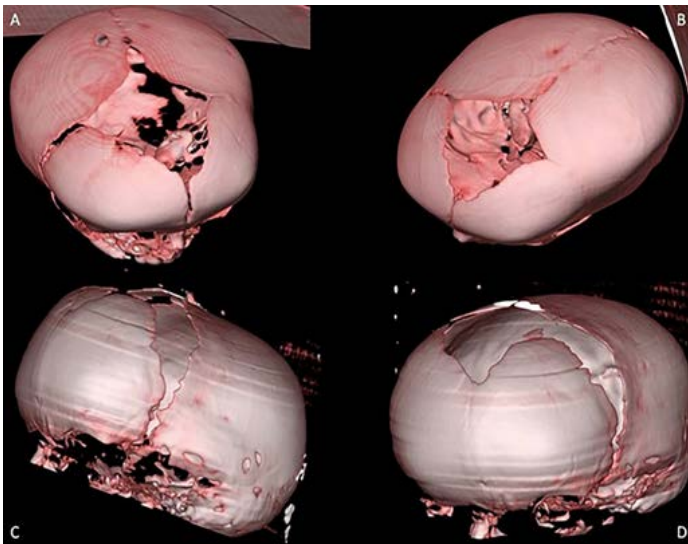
Plagiocephaly (coronal) type. A-B: Preoperative 3D computed tomography, C-D: Postoperative 3D computed tomography
